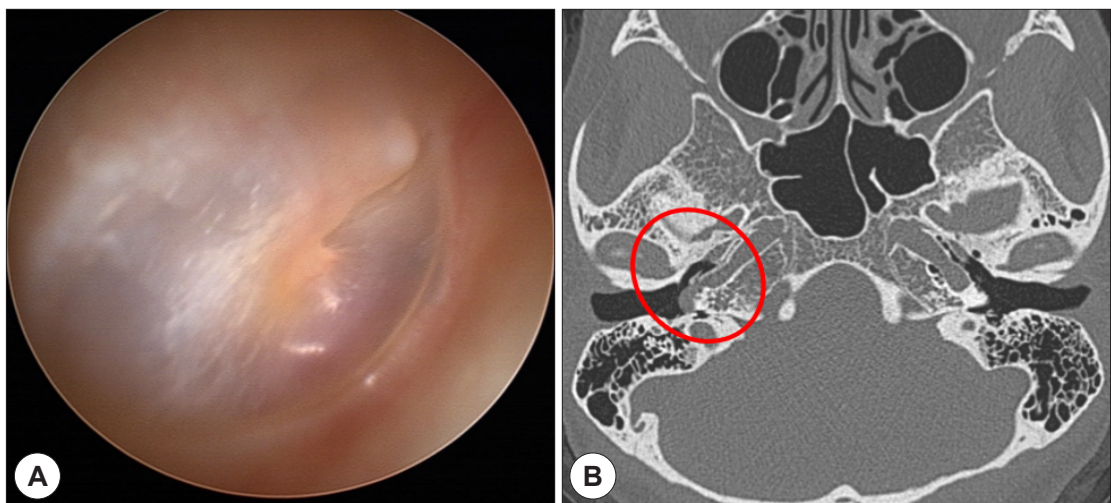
우측 이상 경동맥의 이내시경 소견(A) 및 측두골 단층 촬영 소견(B).
